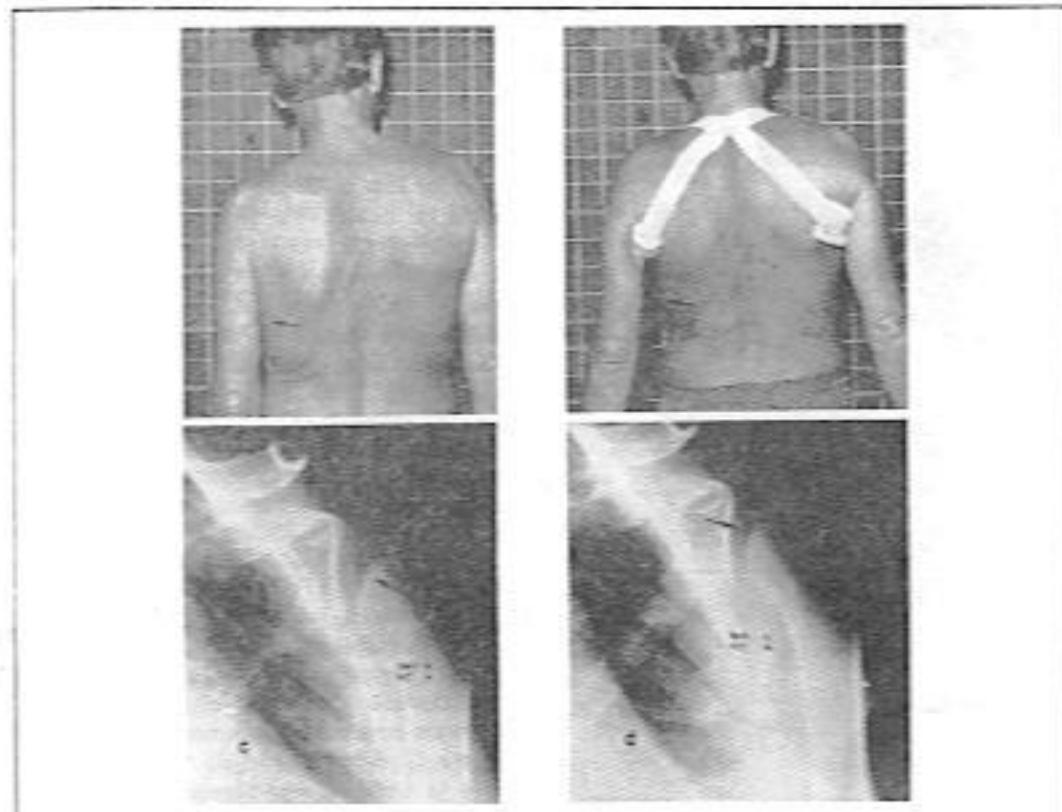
Fotografías y Radiografías de un paciente con hemipléjia izquierda y moderada sub luxación de hombro. Se nota el ángulo de abducción del hombro izquierdo con y sin el soporte auxiliar, en la fotografía y radiografía respectivamente. (Tomado de *Physical Therapy* Vol.68/Nº 2 Feb. 88).
